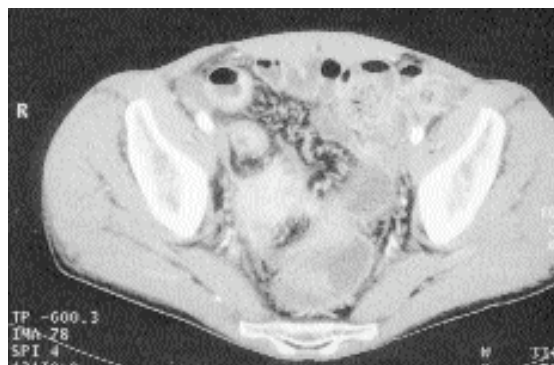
TC: in fossa iliaca destra presenza di raccolta flemmonosa del diametro di circa 4 cm.
